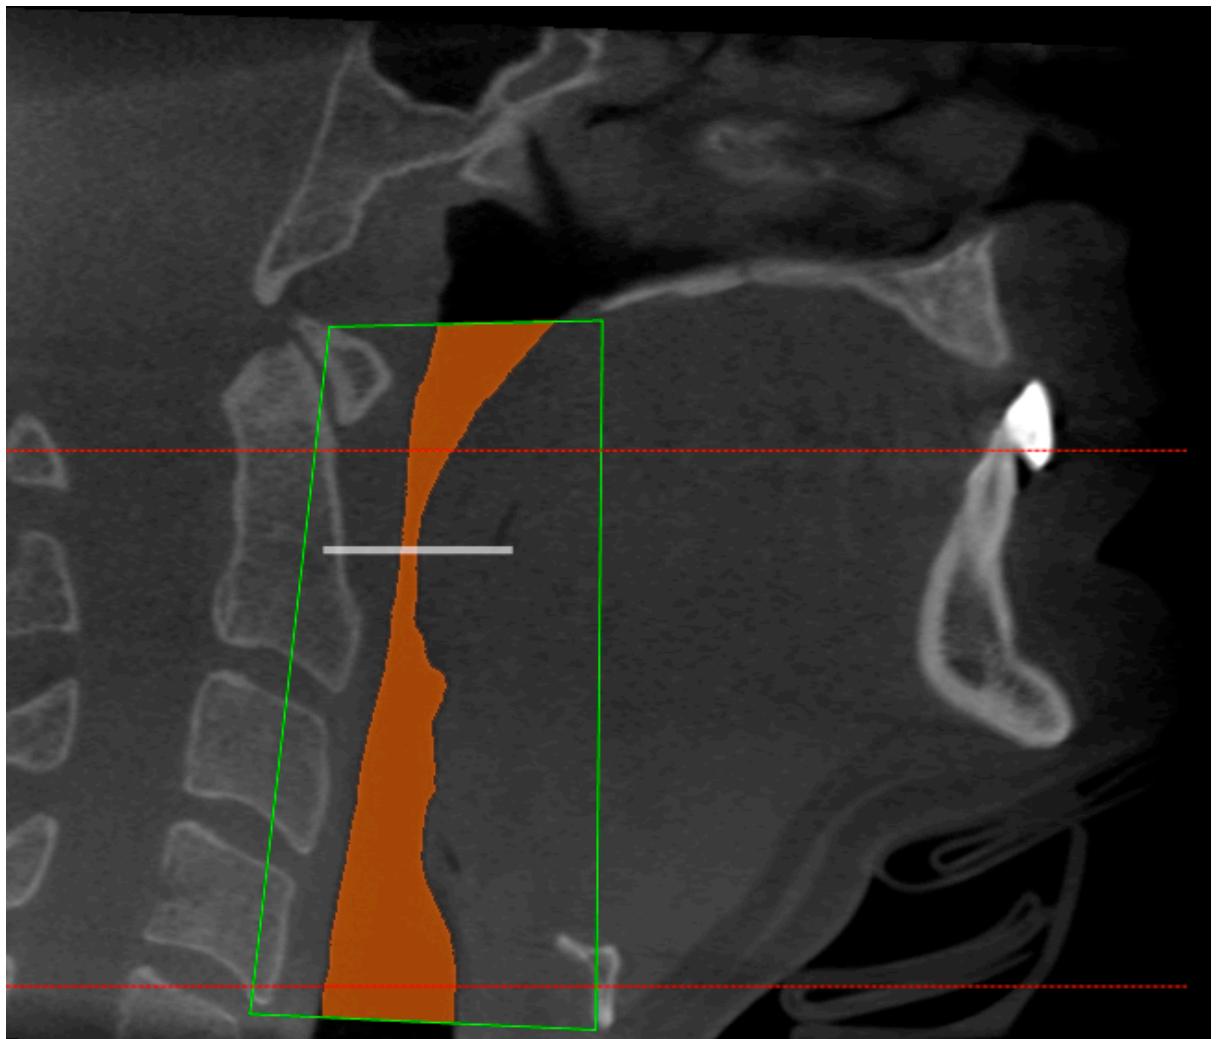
Limited area of CT for evaluation of the software
